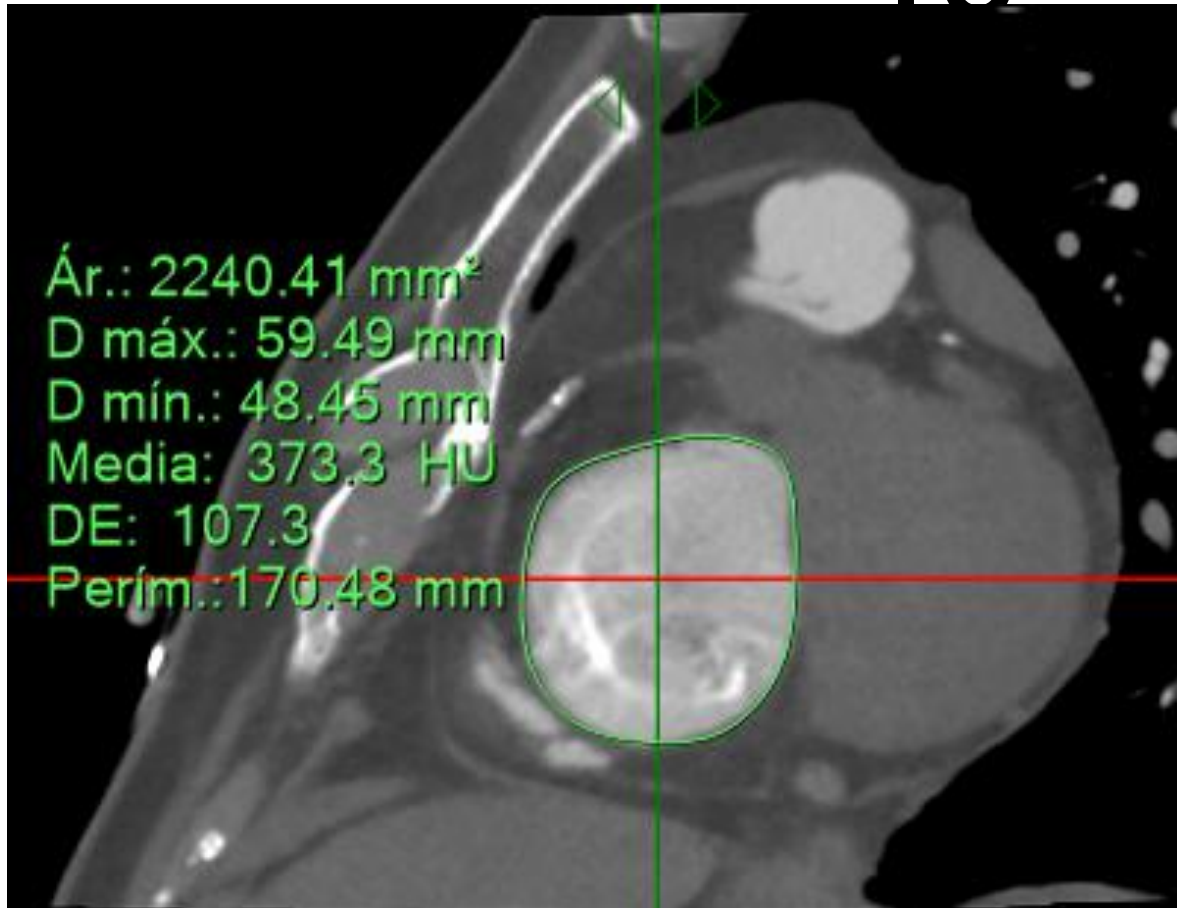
Reconstrucción multiplanar mediante TC cardíaca que permite la segmentación y medición del anillo tricuspídeo. Se obtuvieron área, perímetro y diámetros mayor y menor para la planificación del reemplazo tricuspídeo transcáteter.
